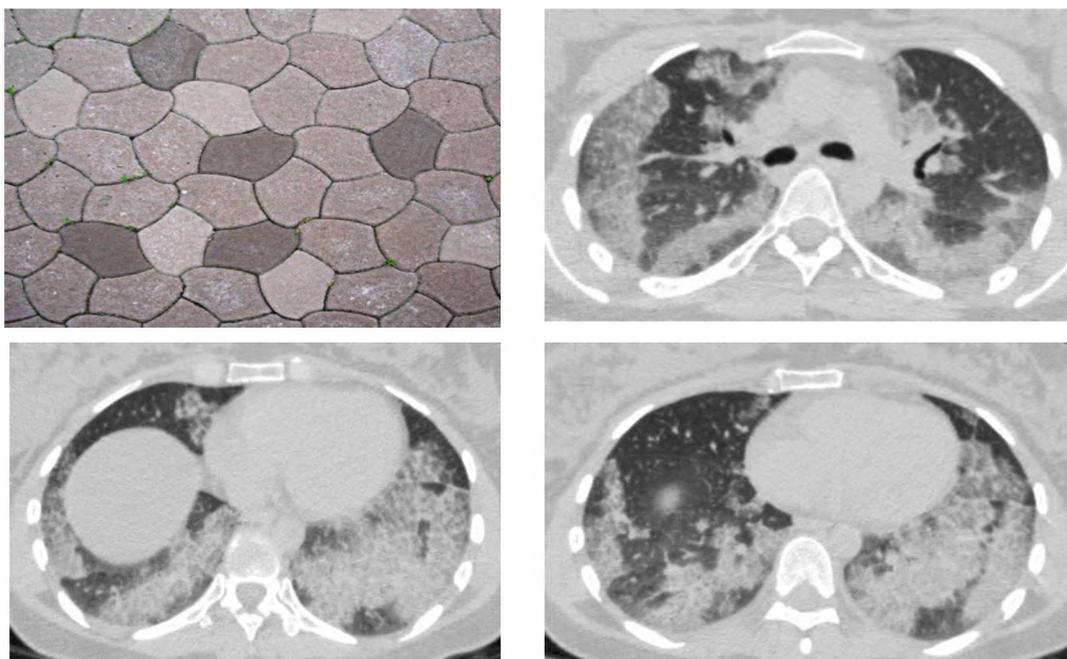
КТ-картина интерстициальных изменений легких по типу «матового стекла» («ground glass opacity») и уплотнения междольковых перегородок по типу «булыжной мостовой» («crazy paving») пациентки Ж., 1984 г.
